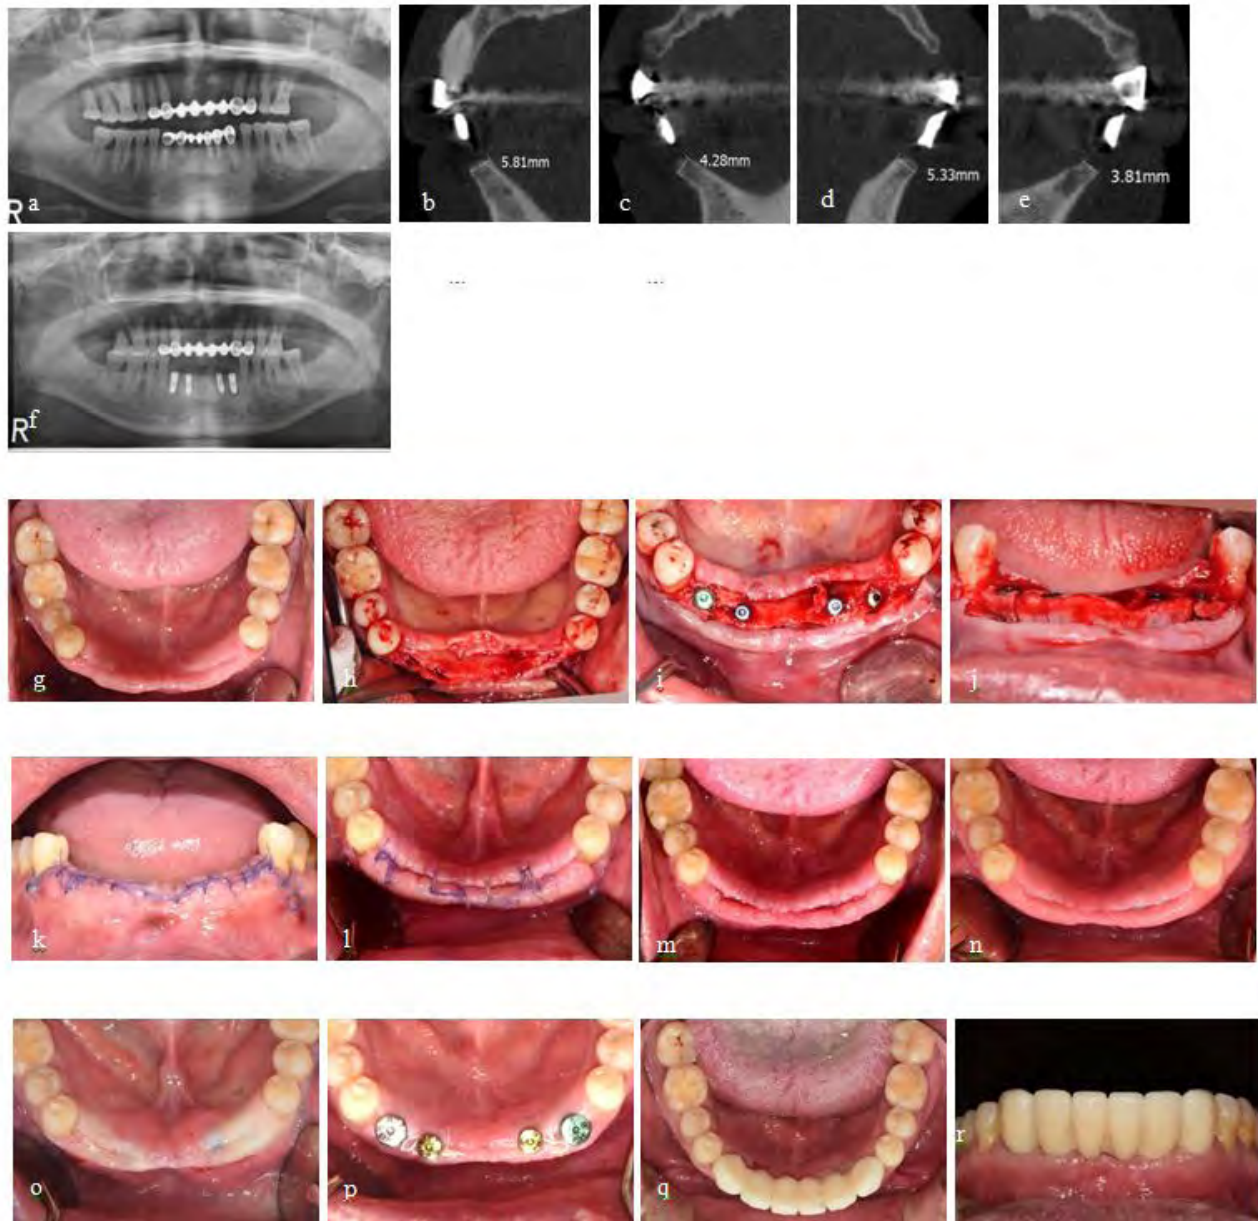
Radiographic view of Case 2 (a~f). (a) Pre-operative panoramic view. (b) Para-axial view of #32. (c) Para-axial view of #33. (d) Para-axial view of #42. (e) Para-axial view of #43. (f) Panoramic view after implant placement (#32i, 33i, 42i, 43i). Clinical view of Case 2 (g~r). (g) Pre-operative view. (h) Flap reflection. (i, j) Implant placement with modified ridge splitting and expansion. (k) Suture. (l) Partial stitch out. (m) Full stitch out. (n) Post-operative 1.5 month. (o) Post-operative 4 months. (p) After 2nd surgery. (q, r) Final prostheses.
